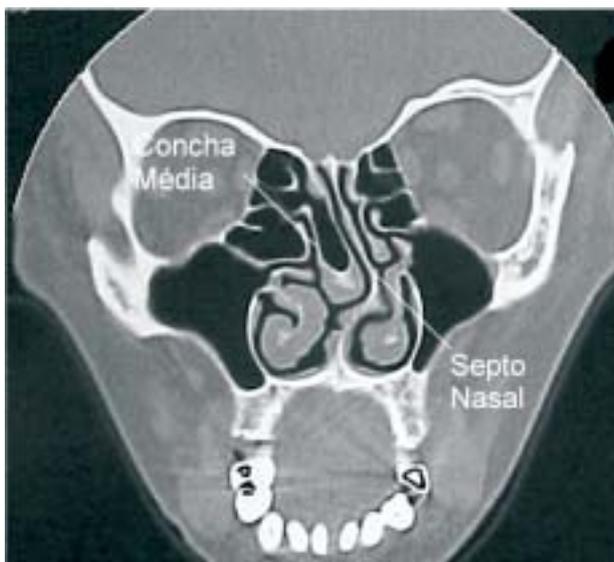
Esquerda - Tomografia computadorizada (coronal) evidenciando variações anatômicas (concha média bulbosa e desvio de septo nasal). Direita - Polipos em etmóide com obstrução do complexo esteomeatal.
